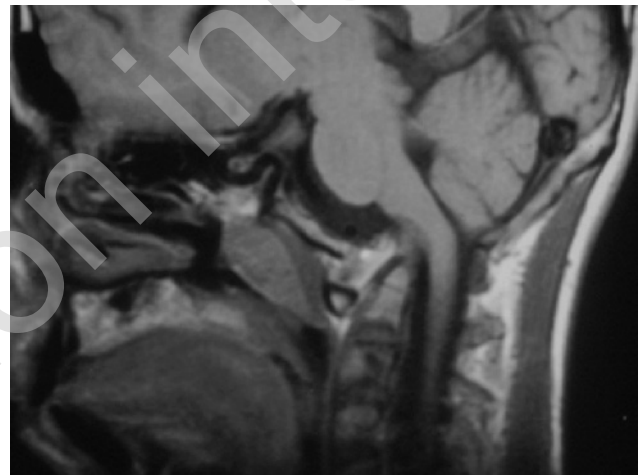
IRM de la charnière cervico-occipitale montrant une impression basilaire.
